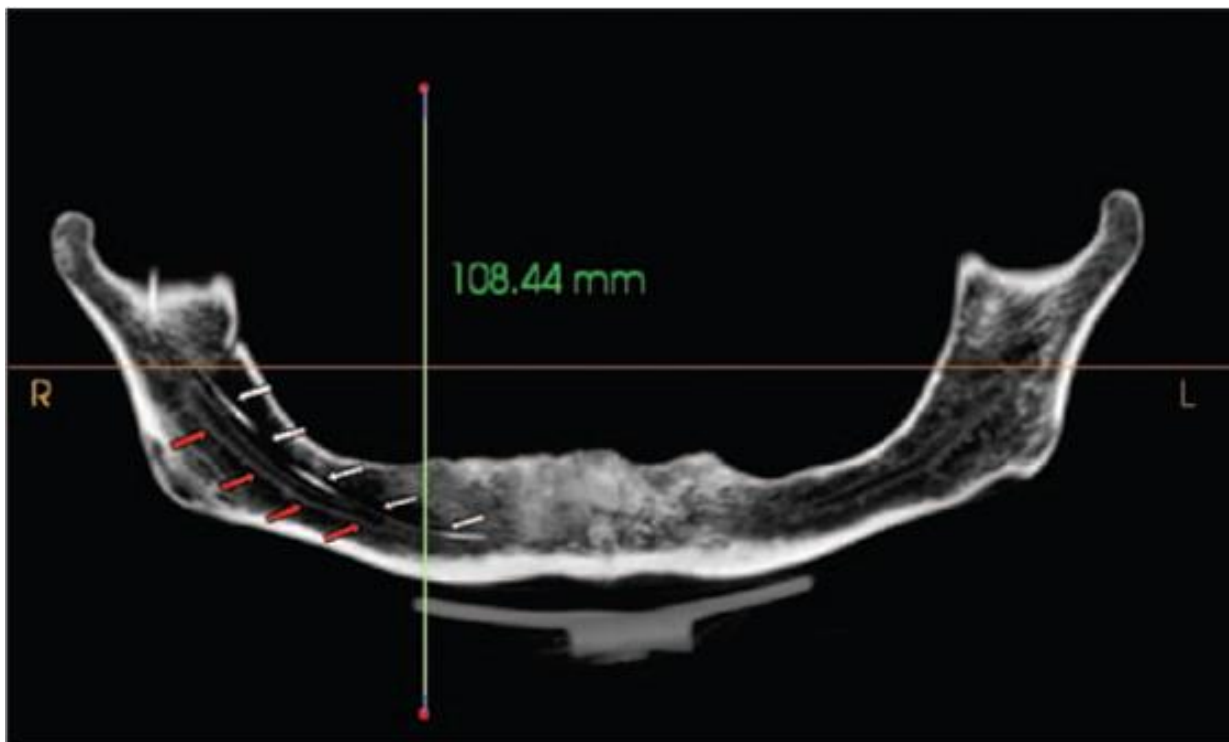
Imagen panorámica de tomografía axial computarizada de mandíbula, las flechas blancas indican el trayecto del canal mandibular accesorio, las flechas rojas indican la cortical del canal mandibular. Tomada de Suazo G.I. et al. 2011. (8)
